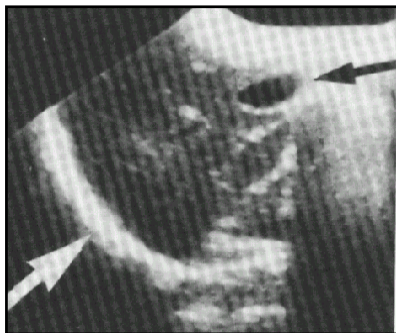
Ecografie hepatică normală
